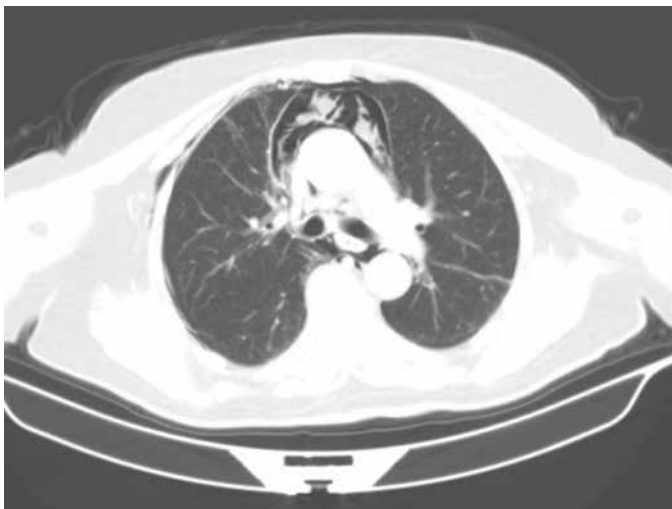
Pneumomediastinum on thorax computed tomography
